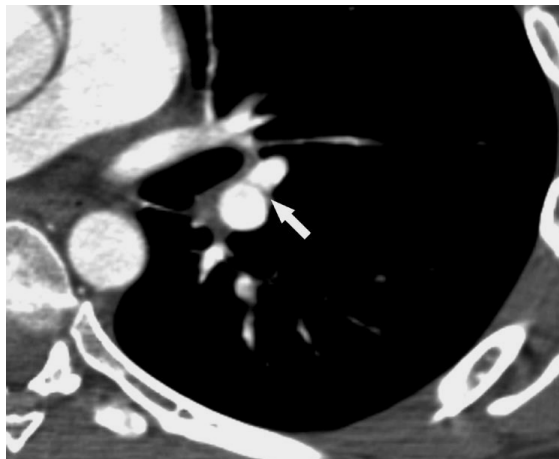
La tomografía computarizada muestra la bifurcación vascular entre el lóbulo inferior izquierdo y las arterias lin gulares como una línea curva rodeada por material de contraste (flecha). Las imágenes contiguas demostraron la verdadera naturaleza de este hallazgo. (RadioGraphics 2004; volume 24:1219 –1238).
